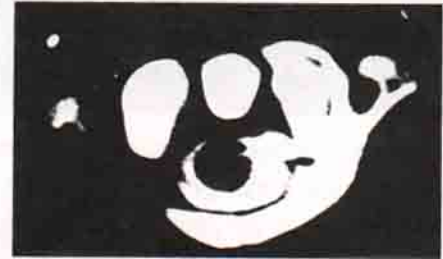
Top: KCTE Kanpolat Craniotomy Electrode tip shapes. Bottom: CT was done with the Kanpolat Electrode at the spinal cord.
